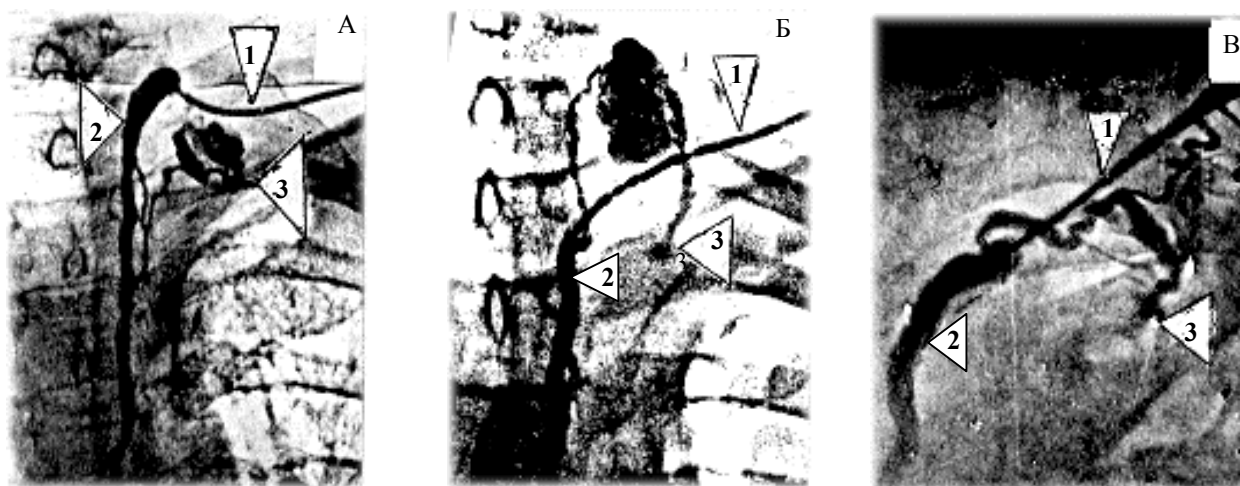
Ретроградные и электрорентгенолимфограммы грудного лимфатического протока.
